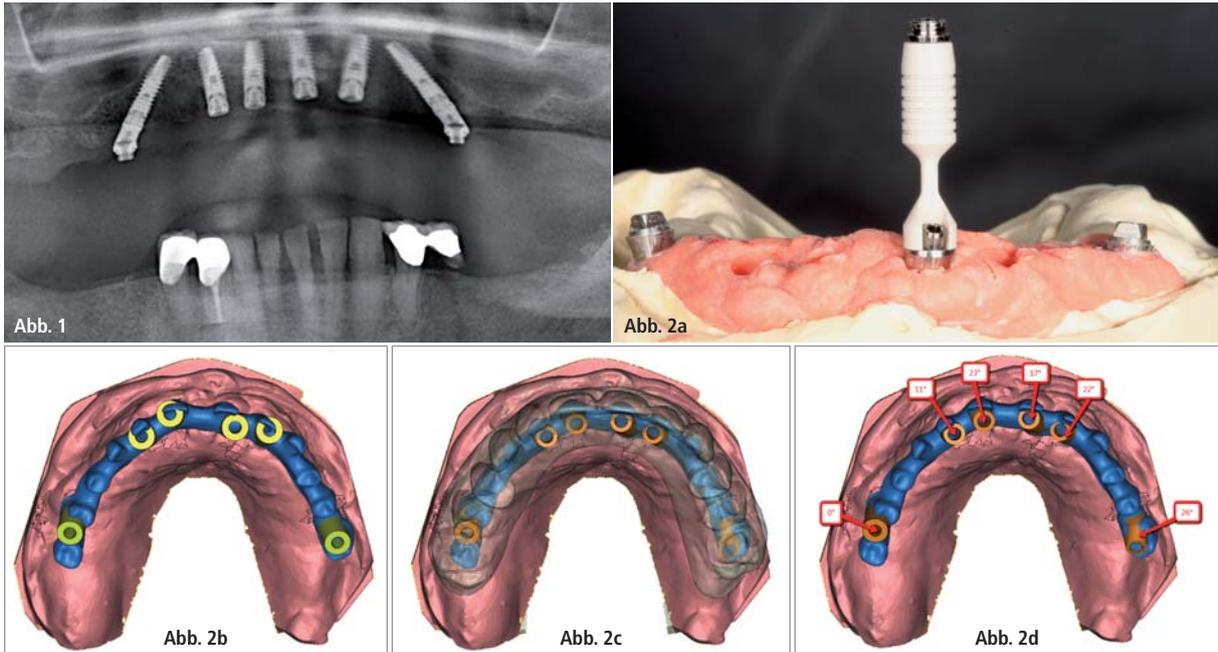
Röntgenkontrollaufnahme nach Implantation von sechs XiVE-Implantaten mit unterschiedlicher Ausrichtung der Implantate in der Front. – Abb. 2a und b: Ungünstige Lage der Austrittsöffnungen aufgrund divergierender Implantatachsen. – Abb. 2c und d: Planung der nach palatinal verlagerten Austrittsöffnungen der Schraubkanäle mit gradgenauer Angabe der Neigungswinkel (ATLANTIS ISUS Scan- und Designcenter).
